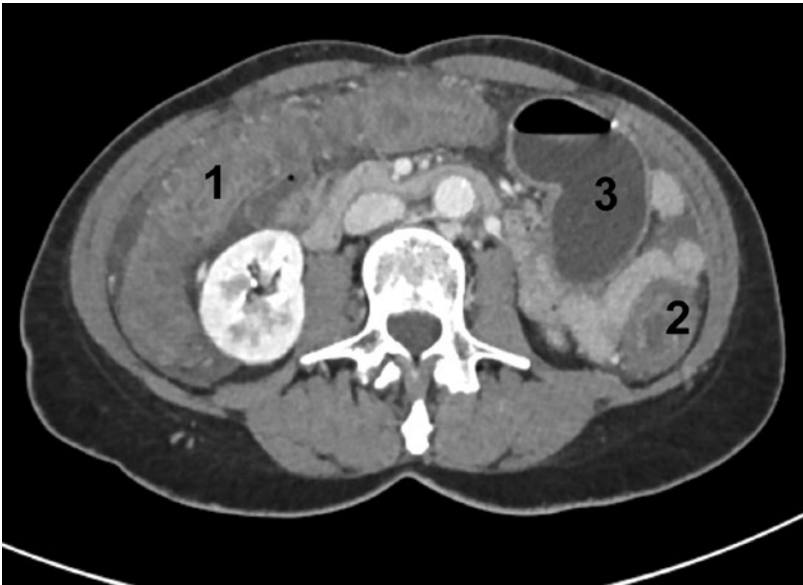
Axiale Computertomographie mit Kontrastmittel: Deutlich wandverdicktes Colon ascendens (1) und Colon descendens (2) als Ausdruck der Pankolitis. Das Colon sigmoideum erscheint in dieser Aufnahme mit zarter Wand (3).
